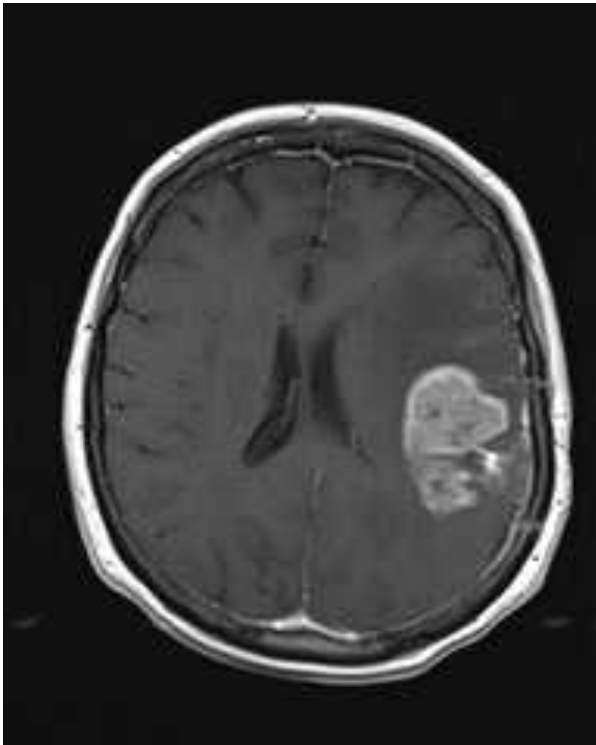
Astrozytom WHO Grad 4. Die T1-gewichtete MRT-Aufnahme mit KM zeigt eine starke Anreicherung des Gadoliniums innerhalb der Masse mit kleinen nekrotischen Arealen als KM Aussparung.
